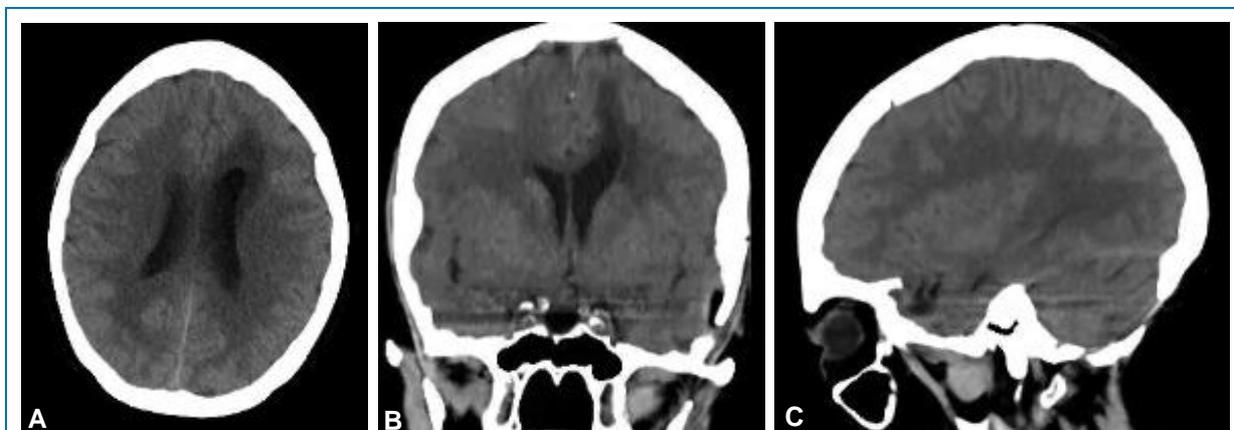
Tomografía cerebral de control en (A) vista axial, (B) coronal y, (C) sagital, luego 45 días de la cirugía, en donde no se evidencia neumoencéfalo en cuerno temporal ni en cuernos frontales de ventrículos laterales.
